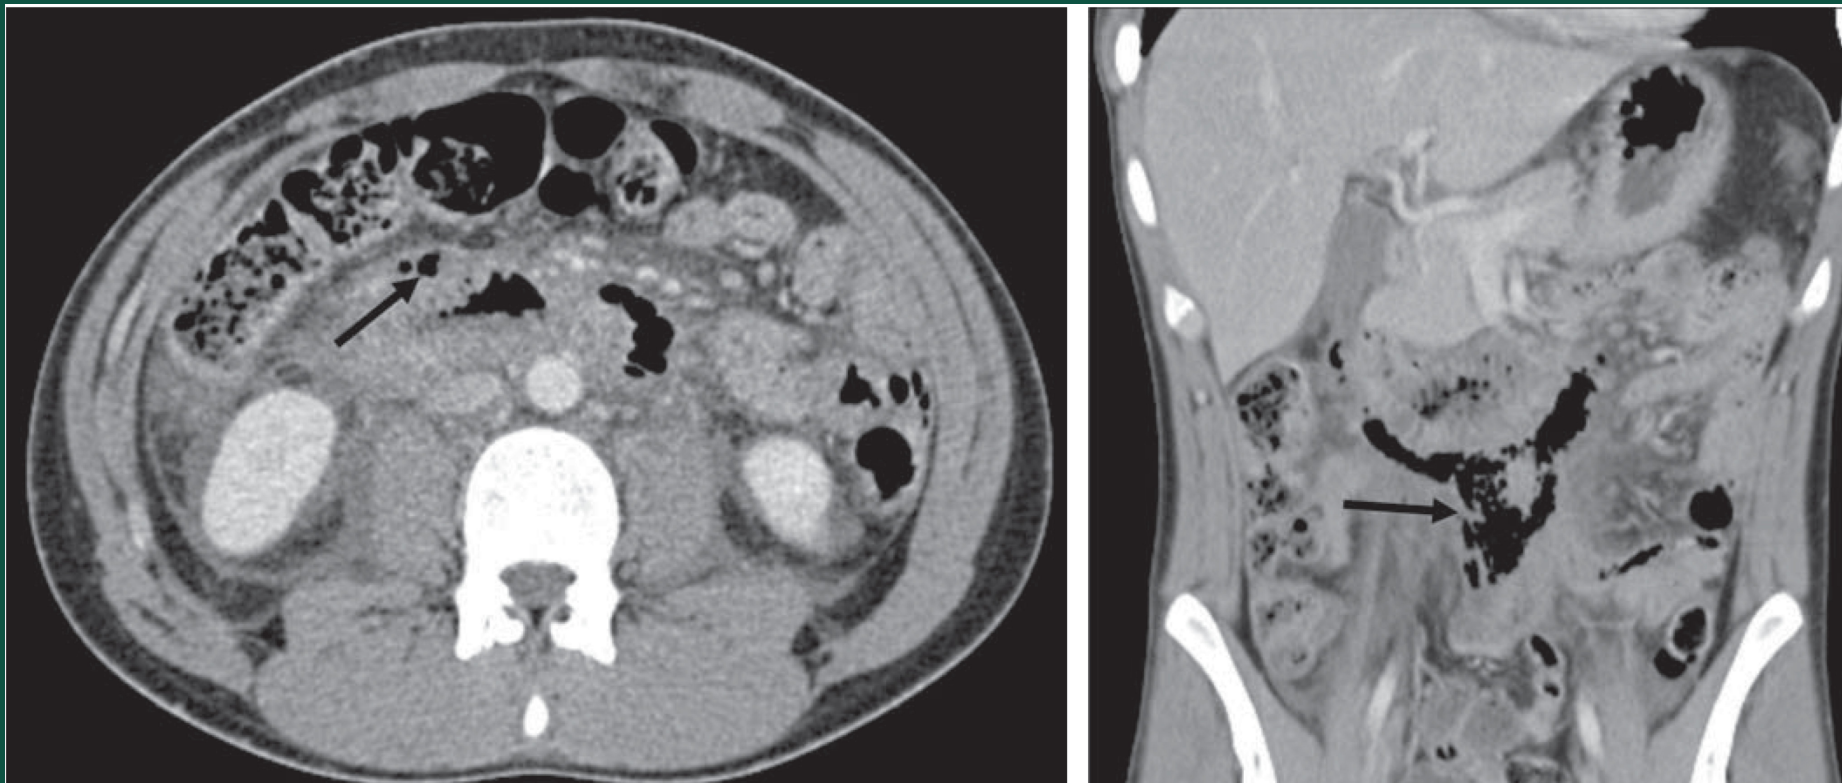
Компьютерные томограммы органов брюшной полости (аксиальная (слева) и коронарная (справа) проекции). Разрыв III части ДПК, подтвержденный на лапаротомии. Визуализируются свободный газ в ретроперитонеальном пространстве (стрелки), распространяющийся к корню брыжейки тонкого кишечника, и утолщение стенки ДПК.
